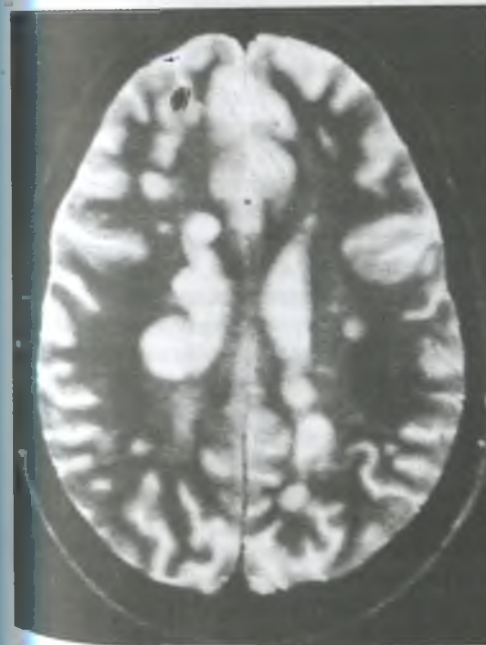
МРТ головного мозга в режиме T2. Множественные очаги повышенного сигнала в перивентрикулярном белом веществе и мозолистом теле (бляшки демиелинизации).
